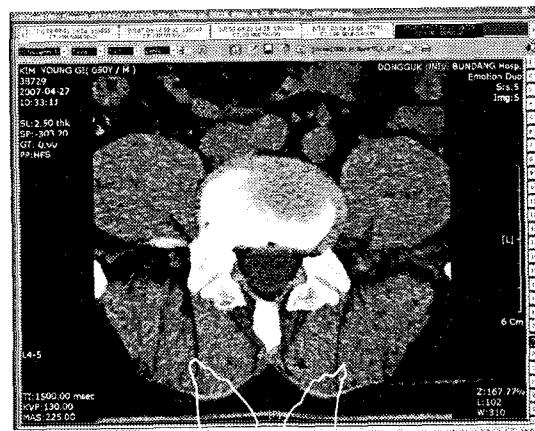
CT imaging of case 5
